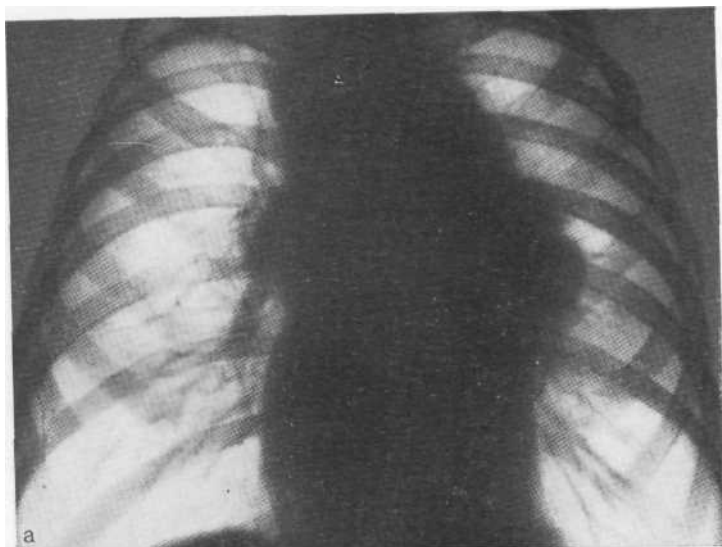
Обзорная рентгенограмма (а) и томограмма в боковой проекции слева (б). Лимфогранулематоз. Резкое увеличение лимфатических узлов переднего средостения, слившихся в единый конгломерат. Увеличенные бронхопультмональные лимфатические узлы имеют нечеткие, «разлохмаченные» контуры. Медиастинобиопсия.
